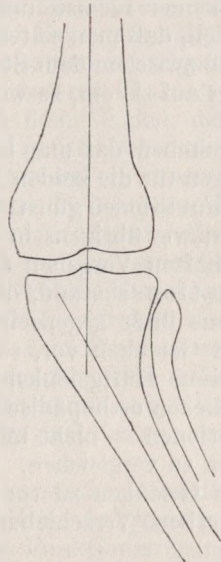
Konturpause eines Röntgenbildes von einem Genu valgum. (9jähr. ♀. Prkl. 10547, 11. 8. 1913.)
